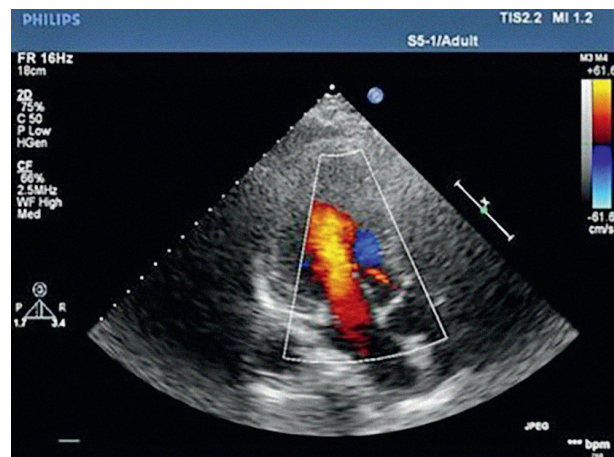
Эхокардиограмма до операции, апикальный доступ, трехкамерная позиция
